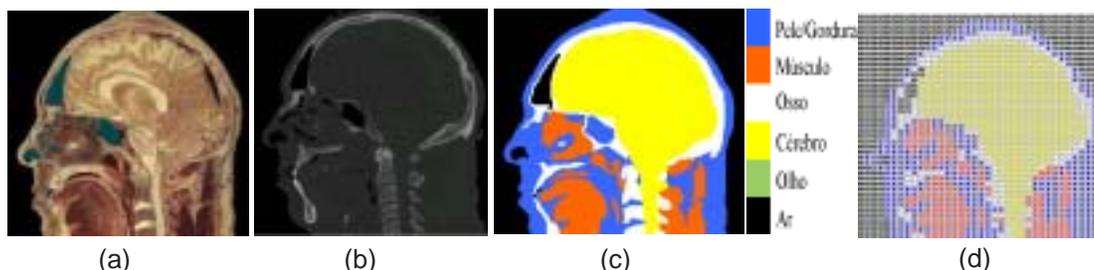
Imagens médicas originais: (a) corte sagital da cabeça, e (b) imagem de ressonância magnética do mesmo corte. (c) Imagem simplificada de um corte sagital da cabeça com seus tecidos identificados por cores. (d) Ilustração de um plano da matriz de domínio, onde cada índice corresponde a um tecido.
